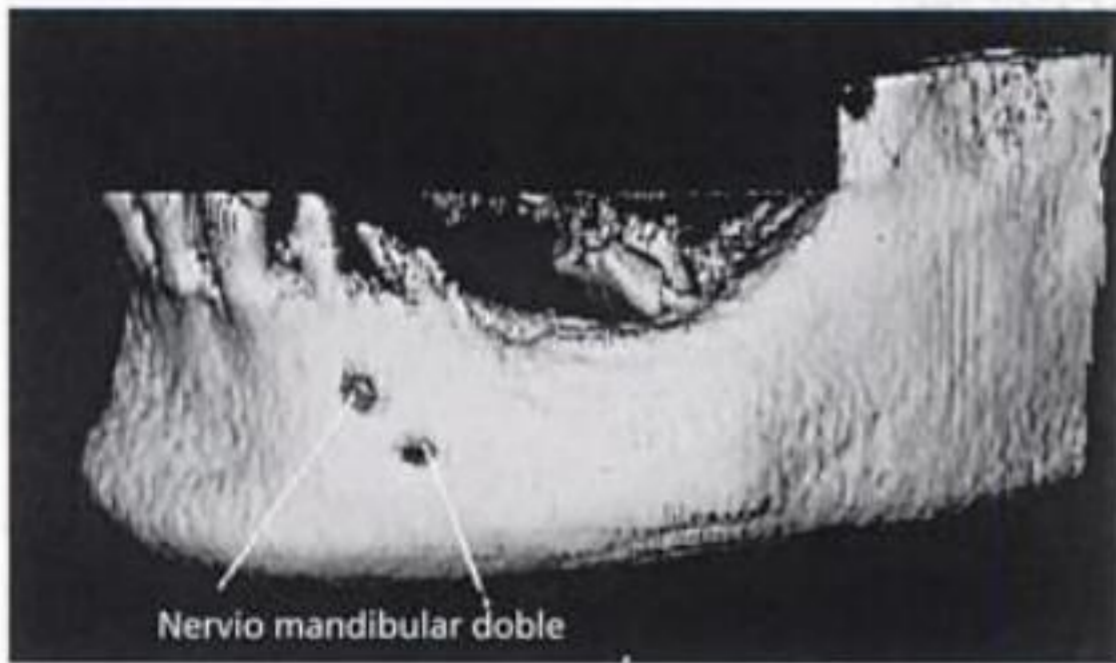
Aplicación del software a una TC volumétrica; hallazgo de dos forámenes de salida del nervio mentoniano.
